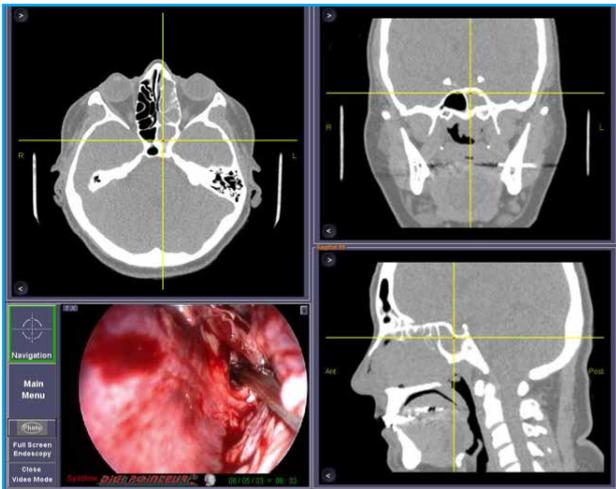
Imagen quirúrgica endoscópica de resección de papiloma invertido. Límite posterosuperior a nivel de seno esfenoidal. CENS asistida por navegador. Imágenes integradas de TC en axial, coronal y sagital.
